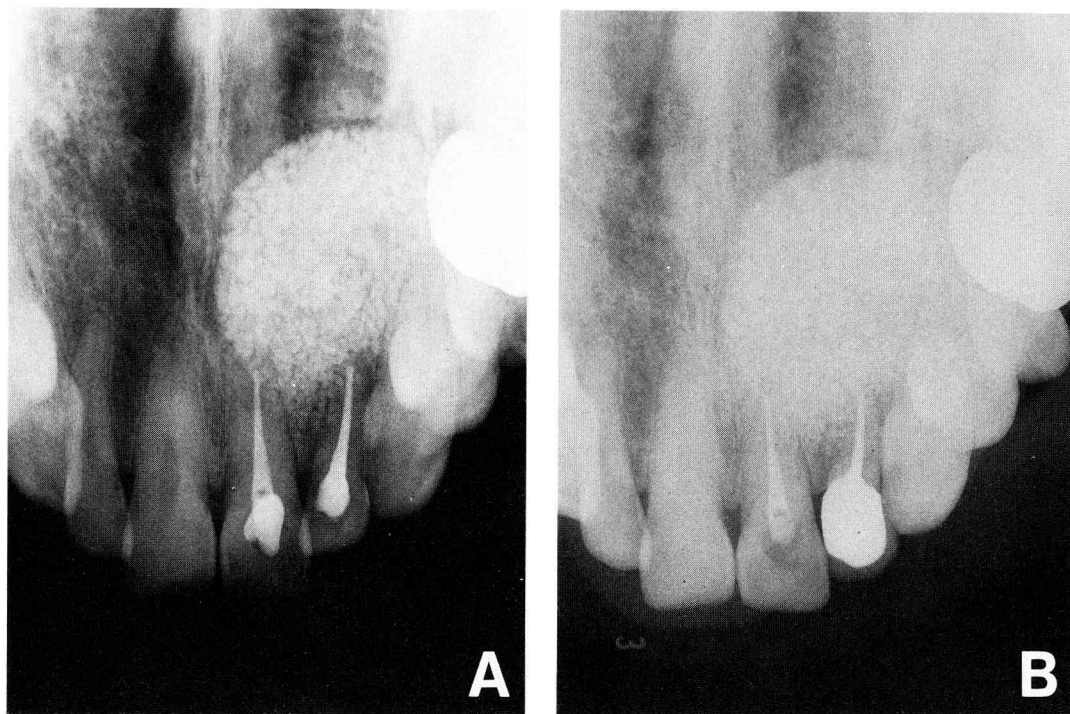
A : Radiograph 2 weeks after surgery, showing implanted hydroxylapatite particles.
